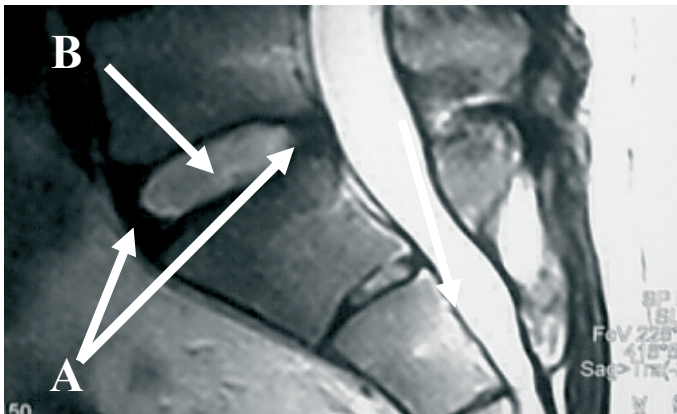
Ressonância magnética da coluna lombar sagrada, mostrando o disco intervertebral de L5-S1, com os seus constituintes, anel fibroso (A) e núcleo pulposo (B)
